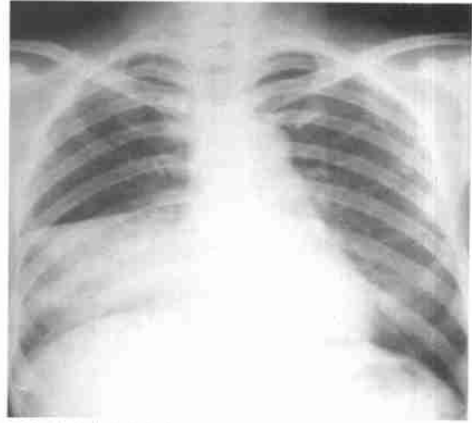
右肺中叶大叶性肺炎，正位X线胸片上右肺可见大片密度增高影，心脏边缘轮廓线模糊
